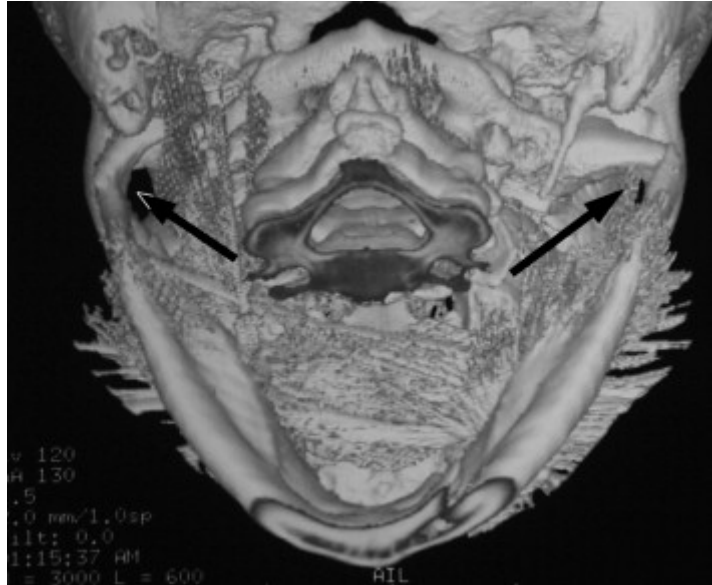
Tomografia computadorizada mostrando fratura bilateral de côndilo mandibular. (Fonte: Biglioli e Colletti, 2008).
